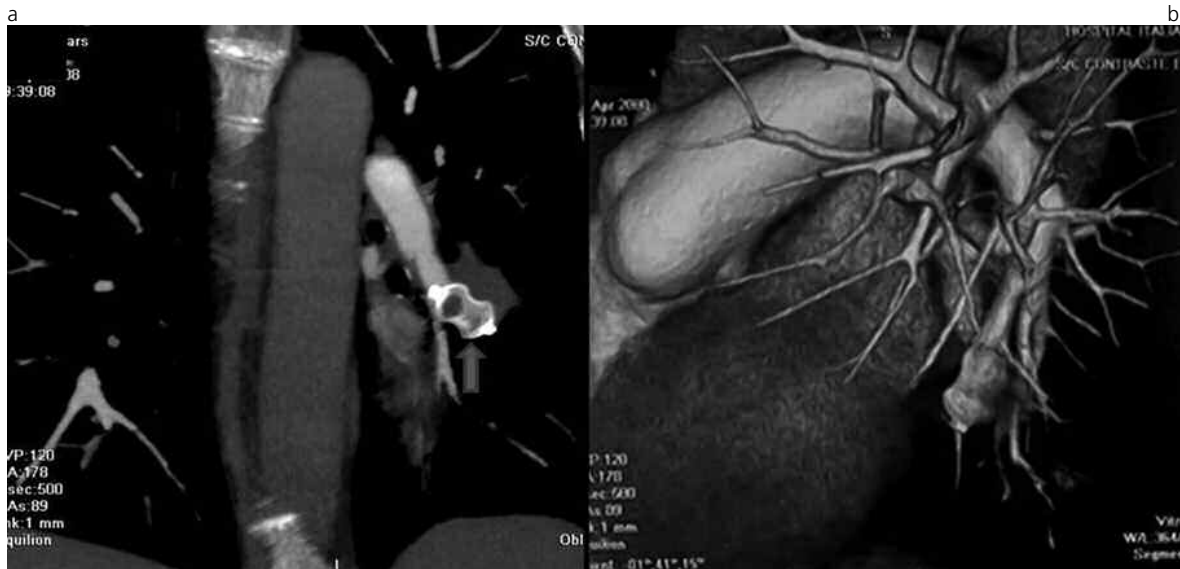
Control con TC 64 pistas con técnica de angiografía a los 6 meses del tratamiento. a) Reconstrucción MPR coronal que muestra dispositivo oclisor (flecha) en el interior de una arteria pulmonar izquierda con ausencia de pasaje del material de contraste en sentido distal al mismo. b) Reconstrucción 3D.
